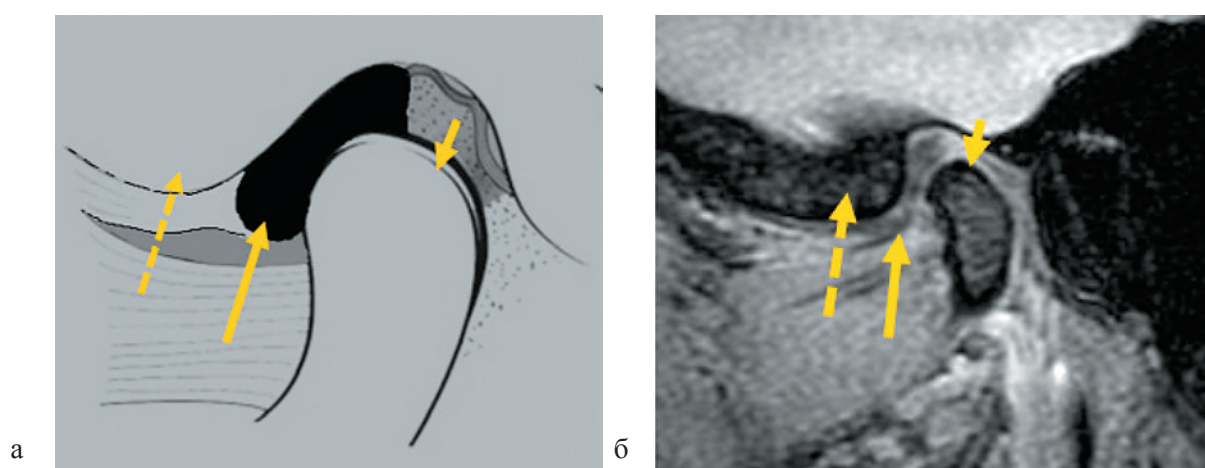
Нормальное соотношение компонентов сустава на схеме (а) и МР-томограмме (PD-ВИ-FS) в косо-сагиттальной проекции (б).
